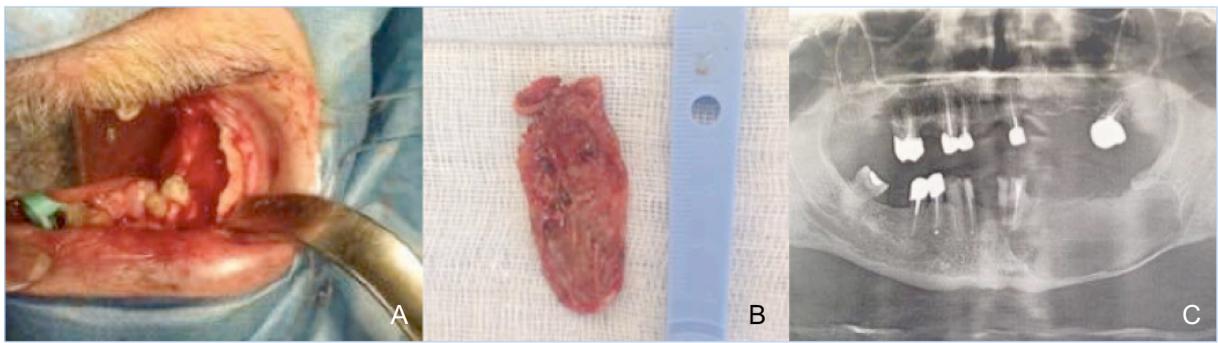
(A) Photo du site opératoire après extraction de 34, 35 et 37 et énucléation de la lésion; (B) Photo de la pièce opératoire après exérèse; (C) Radiographie panoramique post-opératoire.
